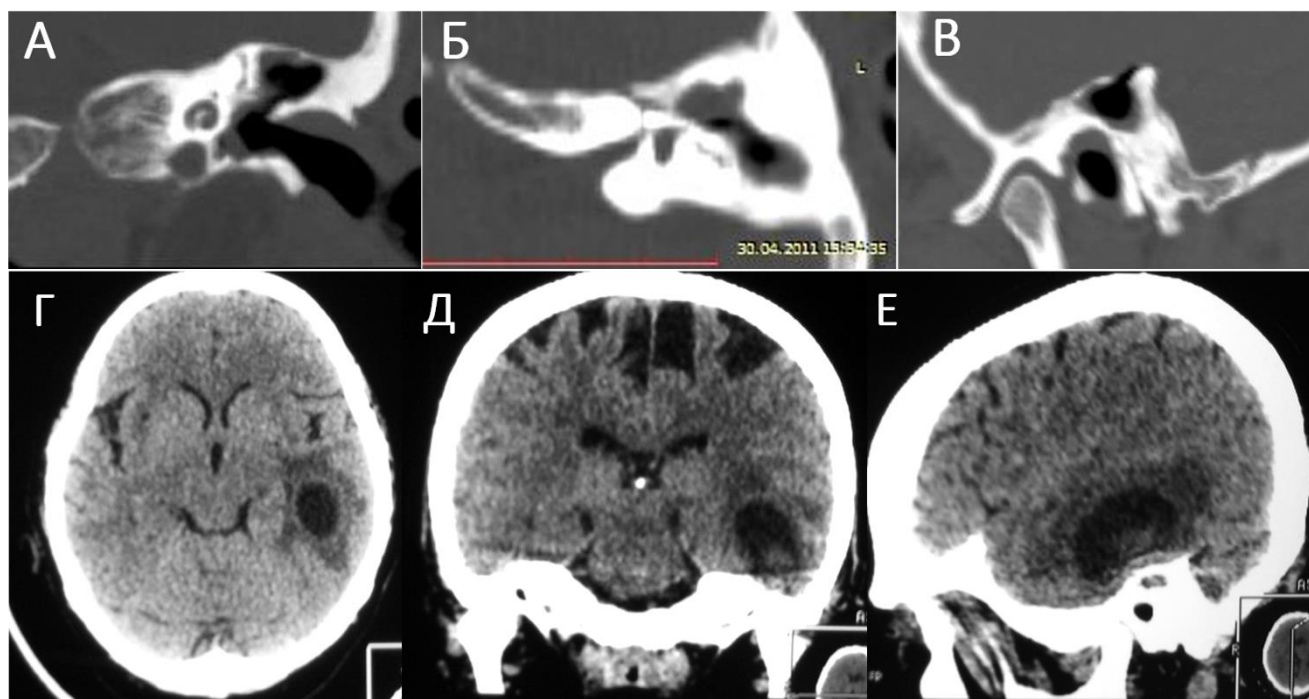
КТ левой височной кости пациентки К., 38 лет, в коронарной (А), аксиальной (Б) и сагиттальной (В) проекциях и головного мозга без контрастирования в аксиальной (Г), коронарной (Д) и сагиттальной (Е) проекциях. Диагноз: хронический эпителимпанит слева, отогенный абсцесс левой височной доли головного мозга. В аттико-антральной зоне определяется обширный очаг деструкции костной ткани с образованием неправильной формы полости, заполненной мягкотканым компонентом и воздухом, нарушена целостность верхней грани пирамиды височной кости. В левой височной доле головного мозга в непосредственном контакте с пирамидой височной кости определяется округлой формы образование 29,4 x 17,1 мм, заполненное жидкостным содержимым (3–9 ед. Н), с четко различимой капсулой. Вокруг образования – обширная без четких границ гипоинтенсивная зона (17–20 ед. Н).
